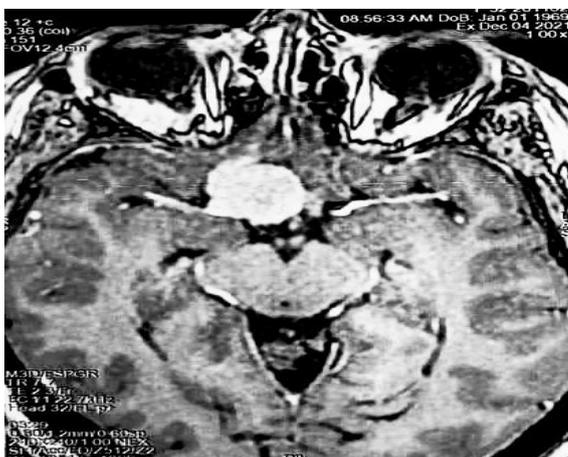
IRM cérébrale pré opératoire du patient B
